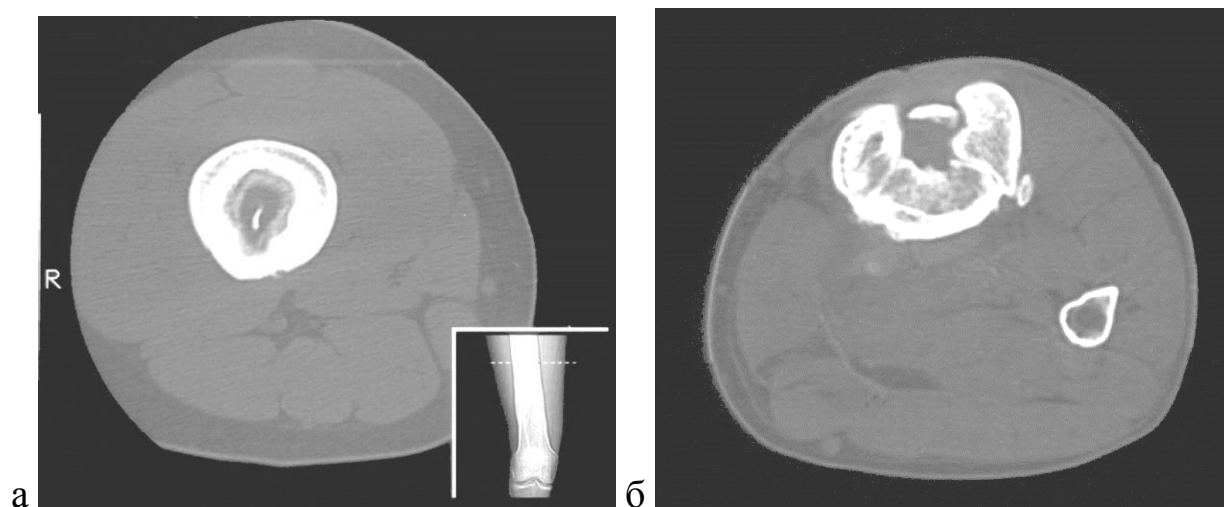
Компьютерные томограммы бедренной кости больного хроническим остеомиелитом. Интрамедуллярный секвестр на уровне средней 1/3 диафиза бедренной кости, не выявленный при рентгенографии (а). Секвестр в послеоперационной полости после секвестрэктомии (б)
